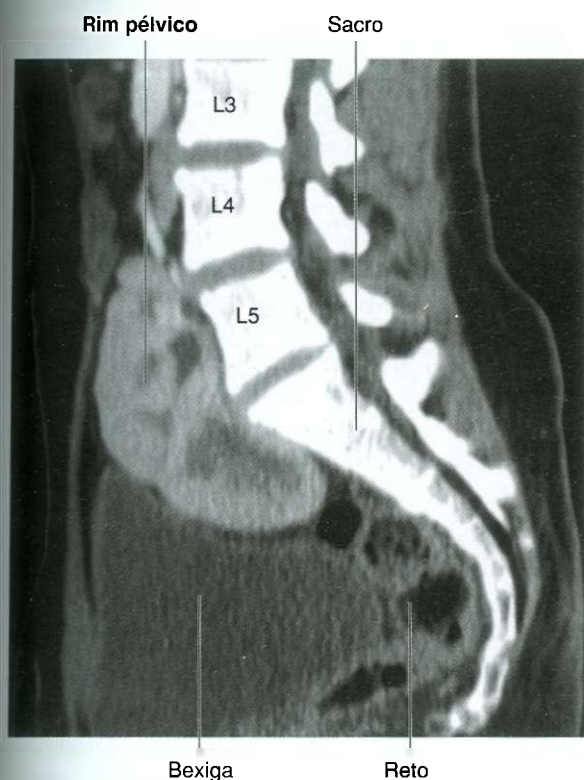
Tomografia computadorizada demonstrando um rim pélvico.
